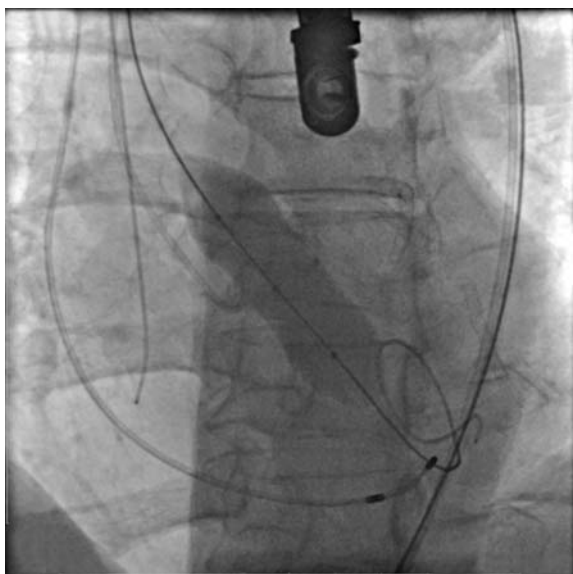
Рентгенограмма в проекции каудально 2°, влево 16°. Баллонная пластика нативного аортального клапана в условиях стимуляции с ЧСС 180 уд/мин
